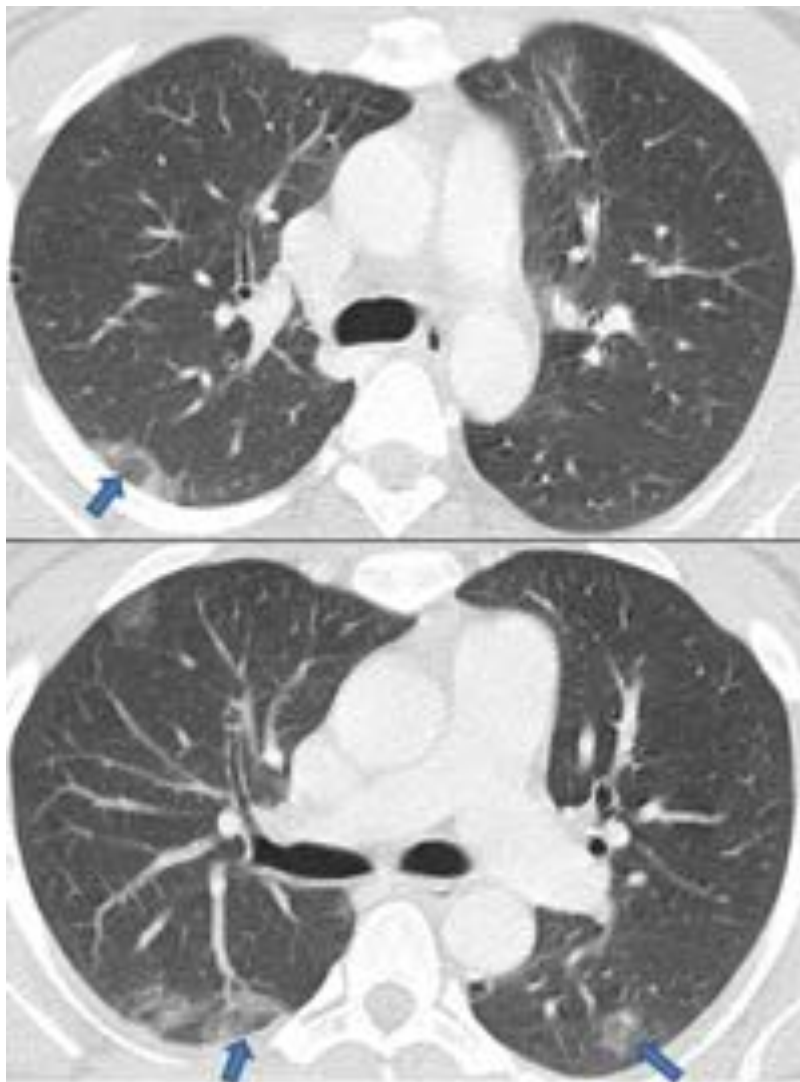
Neumonía organizada en mujer de 33 años. En TC se observan opacidades pulmonares bilaterales con SHI de predominio subpleural; presentó resolución completa tras tratamiento con corticoides.
